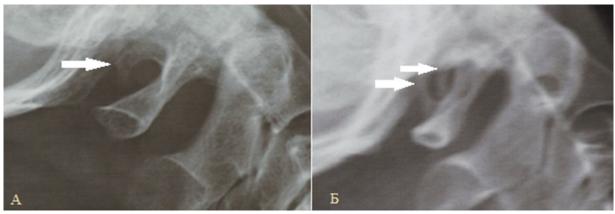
Рентгенография вертебробазилярной зоны, боковая проекция. А - односторонний задний неполный костный мостик первого шейного позвонка (аномалия Киммерле). Б - двусторонний задний полный костный мостик первого шейного позвонка.
